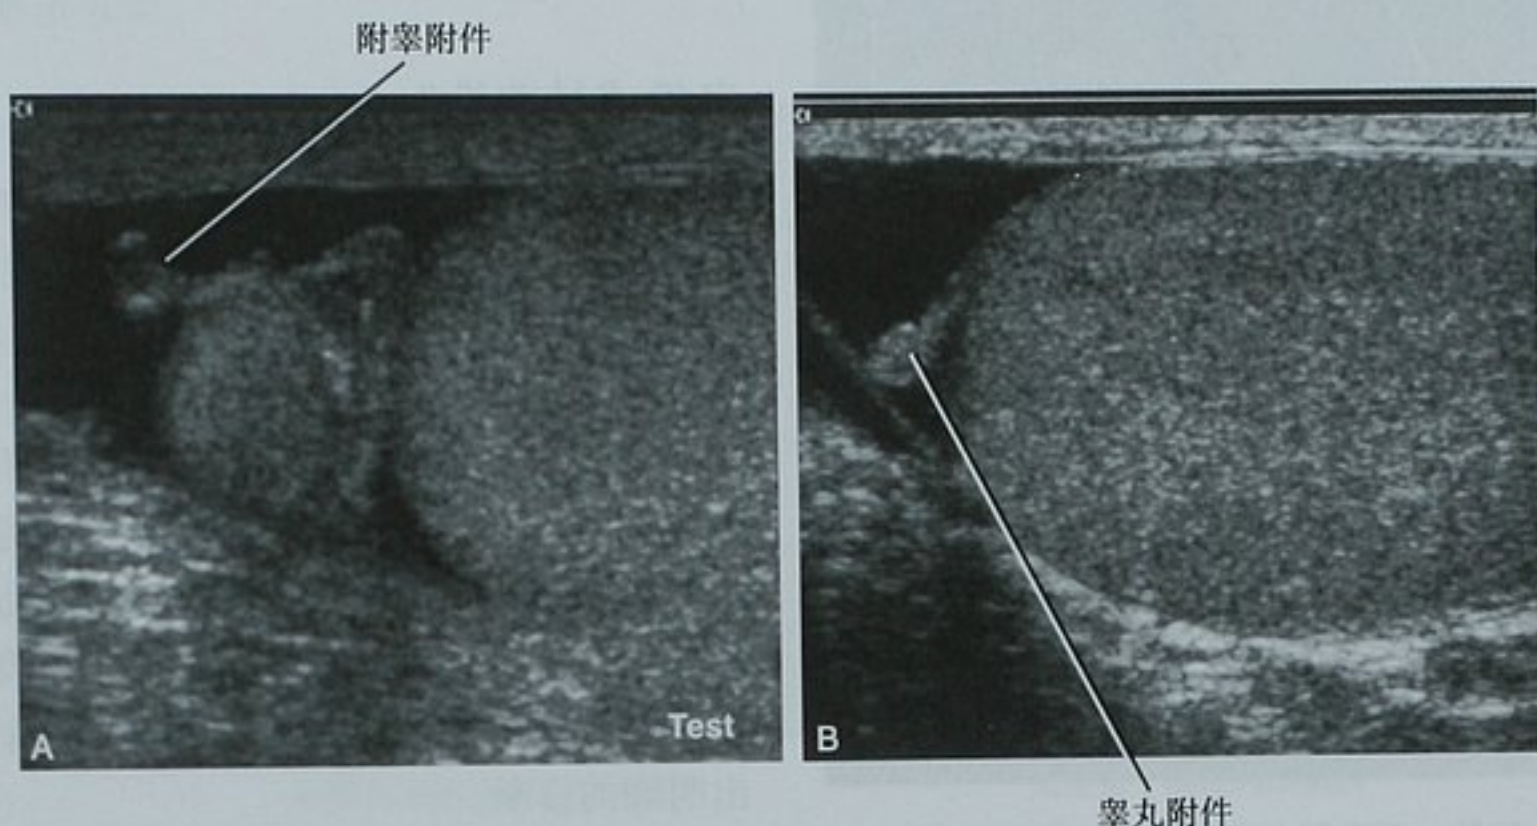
阴囊内附件。A. 附睾头的矢状位超声图像显示了一个小的附睾附件;B. 另一患者的睾丸矢状位超声图像显示了睾丸附件,这两个病例中,少量鞘膜积液有利于附件的显示
